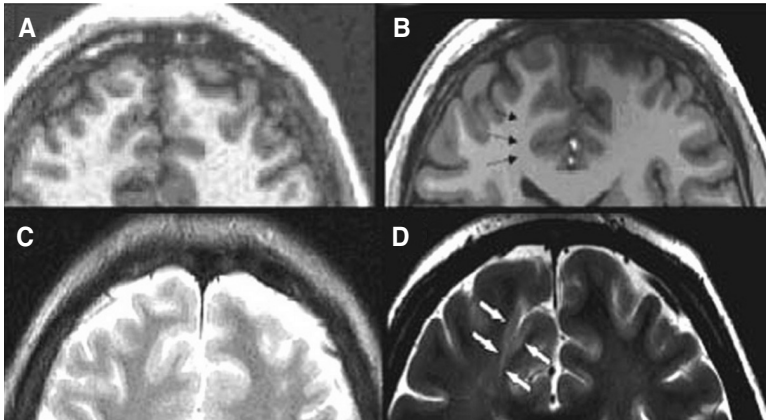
Transmantle dysplasia right frontal—axial T2 FSE (D) and axial magnetization prepared rapid gradient echo (B), a thin section volumetric T1—weighted sequence (right) obtained with a 3T PA MRI showing a subtle right frontal cone—shaped region of increased T2 signal that begins at the ventricular margin and extends to the depth of a sulcus (see arrowheads in D). The lesion corresponds to a more subtle region of decreased T1 signal (arrowheads, B). On close scrutiny of the overlying cortex, increased T2 signal (arrows, D) and increased T1 signal (arrows, B) with blurring of the gray—white junction is identified. Previous high resolution 1.5T MRI obtained with a regular head coil did not show the lesion (A, T1—weighted image, C, T2—weighted image). Due to different imaging protocols, the two images are angled slightly differently and have different slice thickness (1.5T images courtesy Dr. P. Due T[©]nnessen, Dept. of Radiology, Rikshospitalet Oslo, Norway). This figure was quoted on the permission of Dr. P. Ellen Grant.
